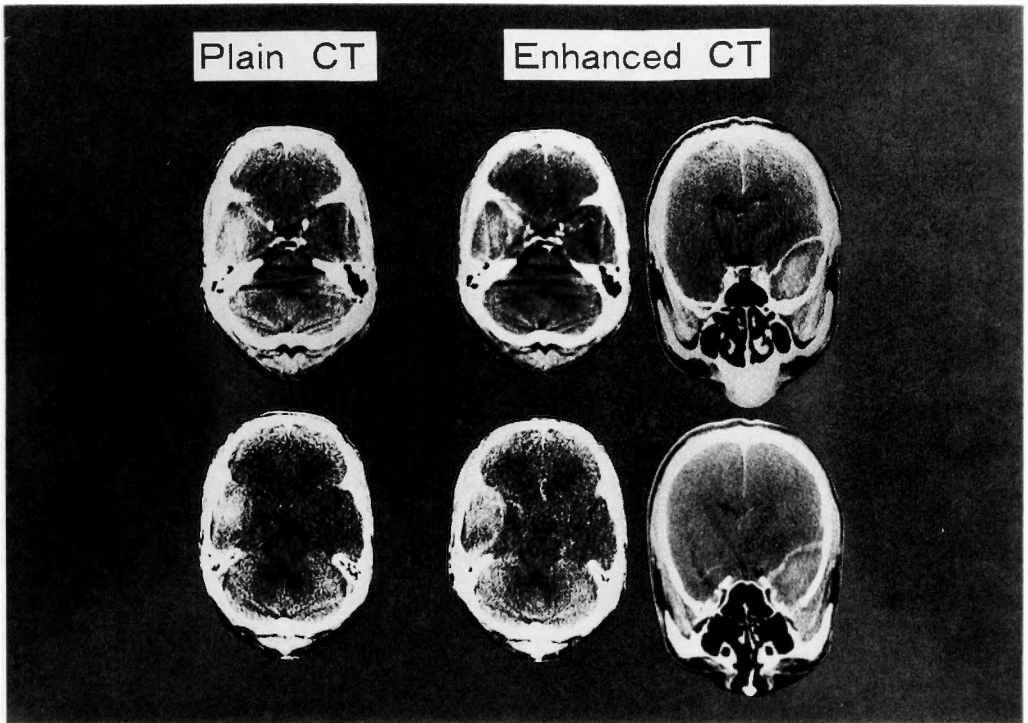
Plain CT showed high density area in the left middle fossa, and rim enhancement was revealed on enhanced CT. Coronal CT showed osteolytic lesion in the left middle fossa.
